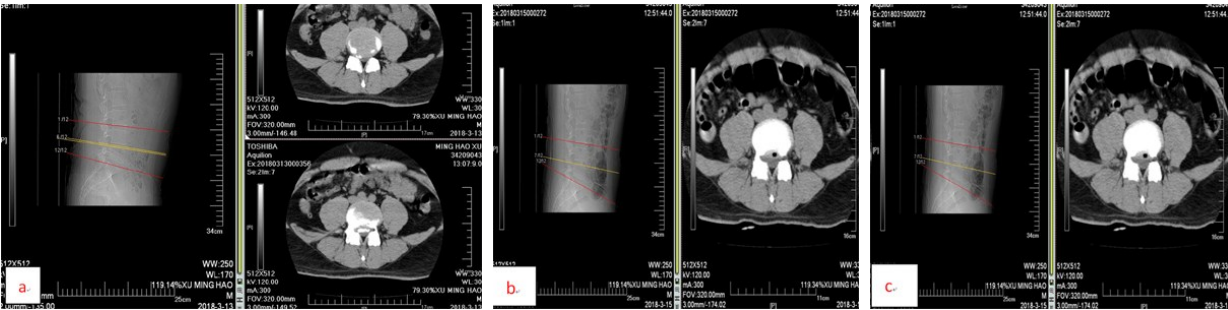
腰4/5 盘突出合并后纵韧带骨化椎间孔镜下腰间盘切除术+后纵韧带骨化切除术治疗前后CT
